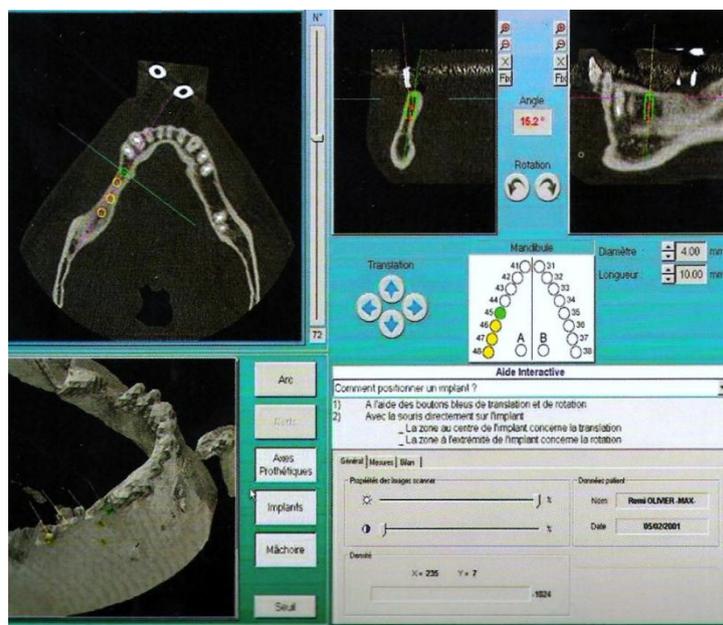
26 Tomografía computarizada para el análisis de los maxilares
